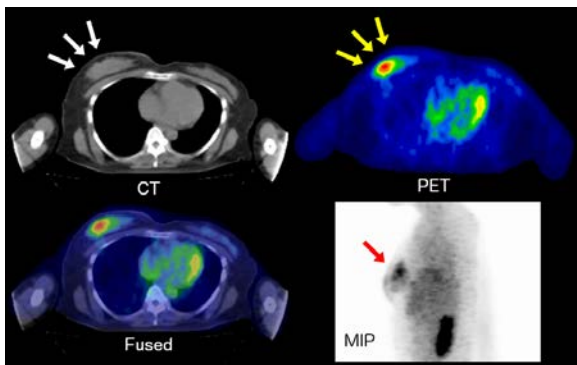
Elmammo と全身用 PET/CT 装置による乳がんの臨床データ比較
